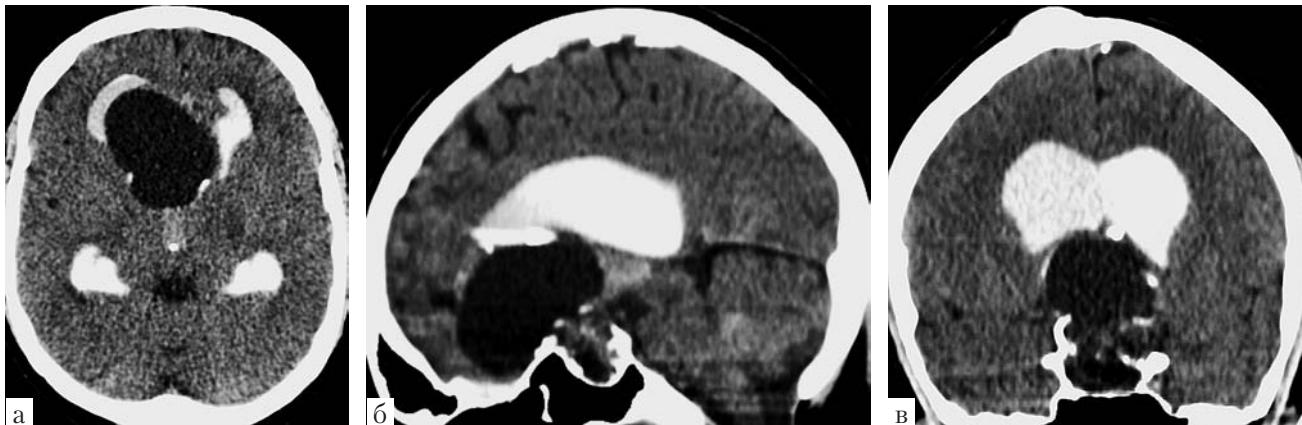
МСКТ-вентрикулография, предполагалась «оммайя-кистография» (а — аксиальный срез, б — сагиттальная реконструкция, в — фронтальная реконструкция). Контрастный препарат распространяется по желудочковой системе. В полость кисты контраст не проникает
